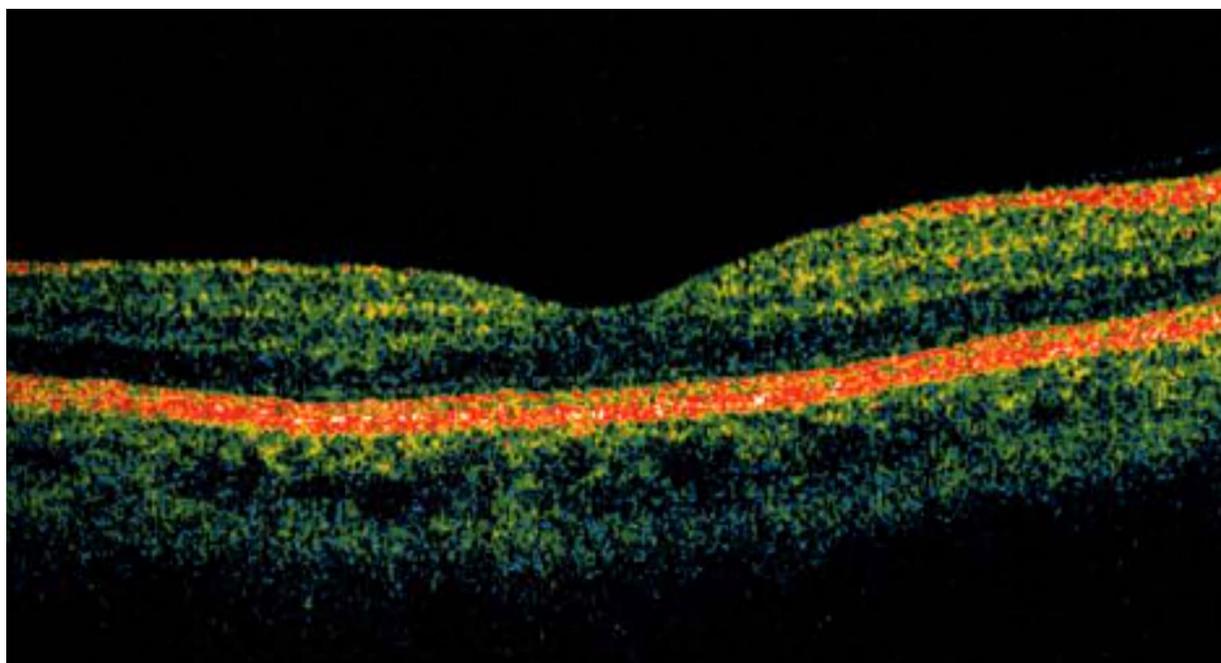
Оптическая когерентная томография
